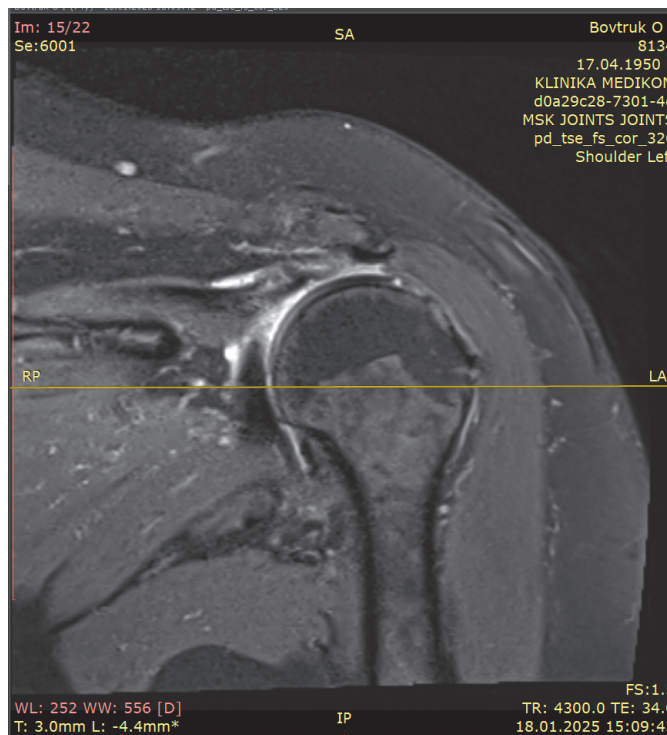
МРТ дослідження Т2 режим, сухожилок довгої голівки біцепса відсутній в міжгорбковій борозні (показано стрілкою).
